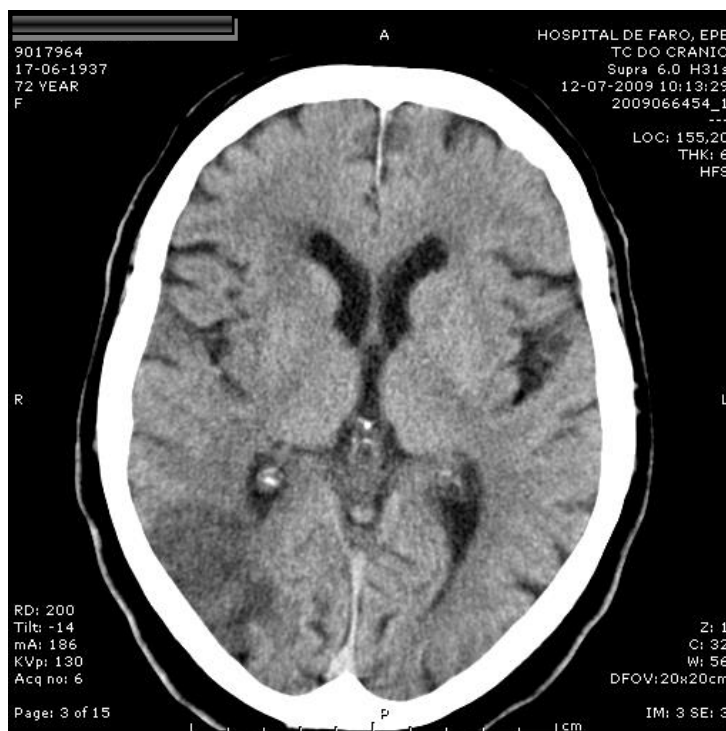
Representação imagiológica do exame do TAC do paciente nº 37, onde a lesão é visível no lobo occipital no lado inferior esquerdo da imagem, com uma aparência mais escura.
